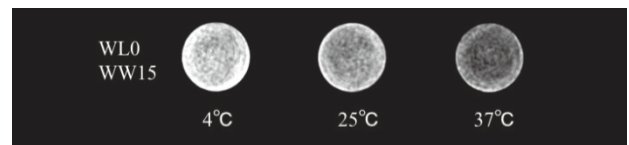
シリンジ内の水道水の温度別 CT 画像
